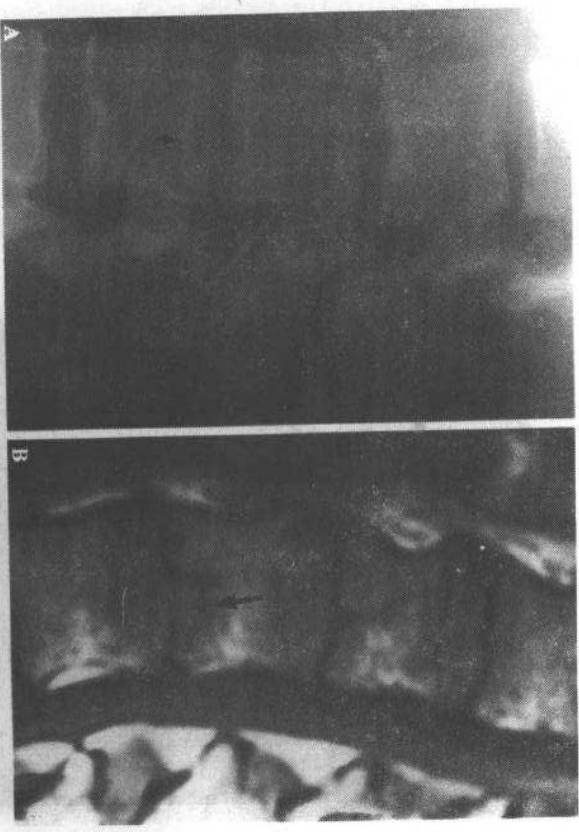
Schmorl's 结节。A 腰椎侧位像,显示所有椎体的上下终板均有 Schmorl's 结节(箭头)。B MR T1 加权像,清晰显示椎间盘组织疝入椎体终板,解释了平片所见
